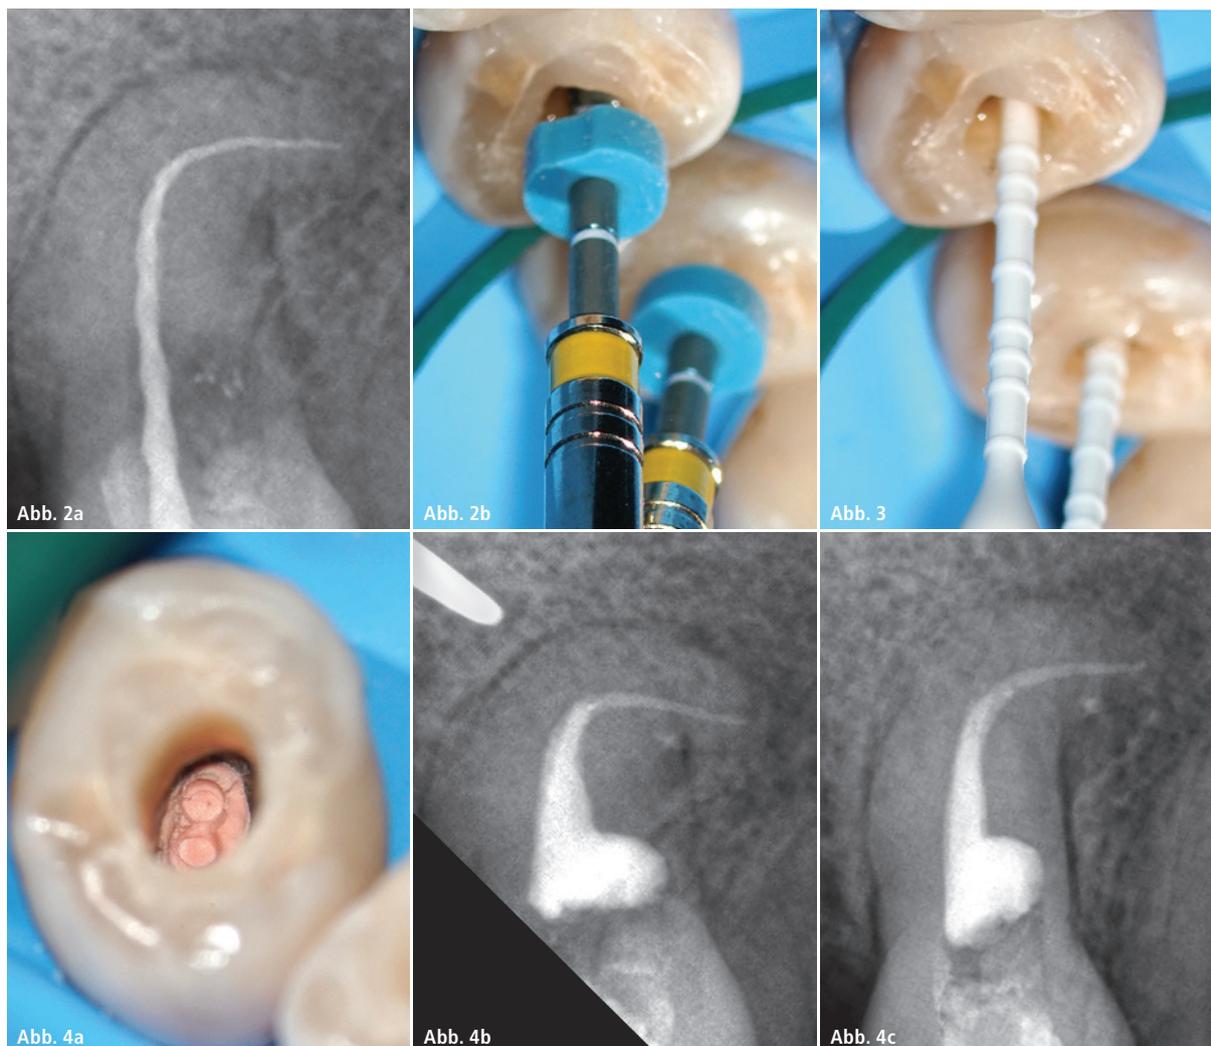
Röntgenaufnahme des periapikalen Bereichs. – Abb. 2b: Intraorale Ansicht mit VDW.ROTATE™ 20.05 im Wurzelkanal. – Abb. 3: EDDY® Spülspitze (VDW) im Wurzelkanal. – Abb. 4: Abschließende Obturation mit Guttapercha und einem kunstharzbasierten Sealer. a) Okklusale Ansicht, b) intraorale distale Röntgenaufnahme des periapikalen Bereichs, c) intraorale orthoradiale Röntgenaufnahme des periapikalen Bereichs.
